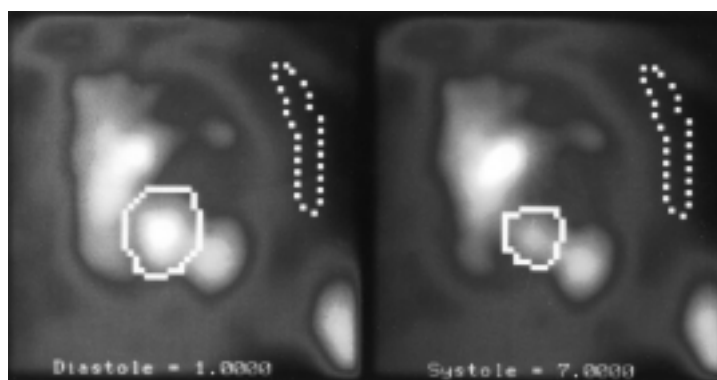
Angioscintigrafia che mostra la classica immagine a clessidra in sistole e diastole.
